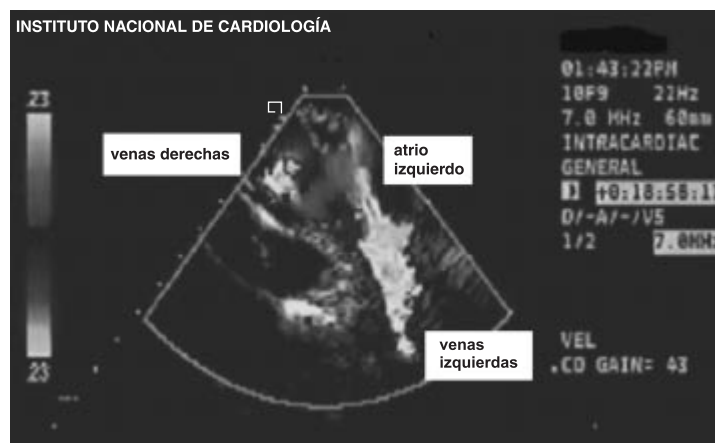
Ecocardiograma intracardíaco con Doppler color en venas pulmonares derechas en un paciente con diagnóstico prequirúrgico de conexión anómala de venas pulmonares, el cual muestra sin datos de obstrucción el sitio de anastomosis del seno venoso pulmonar a la aurícula izquierda.
